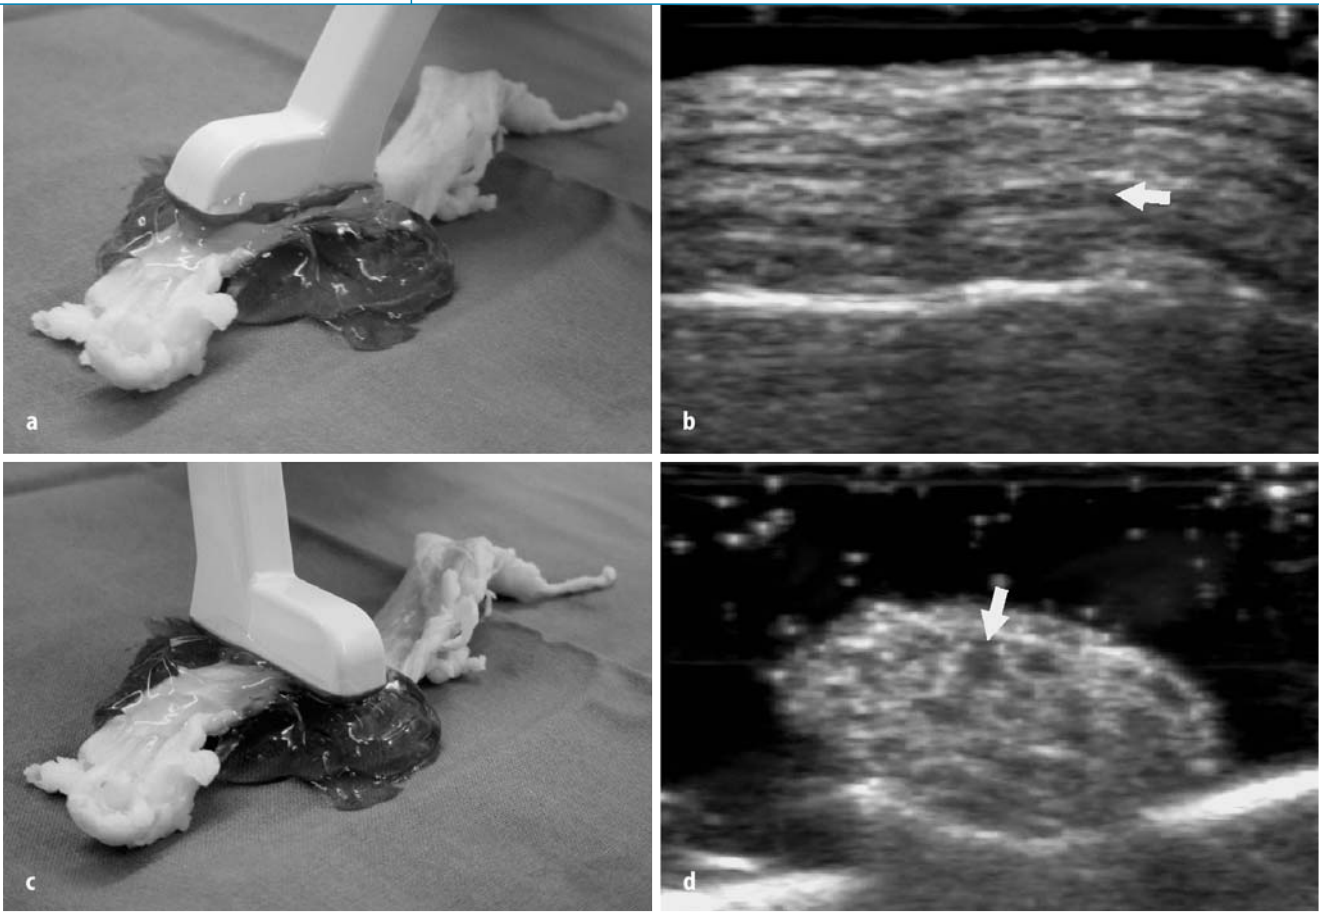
d ▲ Echostruktur eines Nerven. Sonographie des Ischiasnerven eines Rindes in vitro mit einer 15–7-MHz-Sonde im Längsschnitt (a und b) und Querschnitt (c und d). Im Längsschnitt besteht die Echostruktur aus parallel angeordneten, echoarmen Arealen (Pfeil), die von echoreichen Bändern getrennt werden. Der Querschnitt zeigt ein Honigwabenmuster mit runden, echoarmen Arealen (Pfeil)
